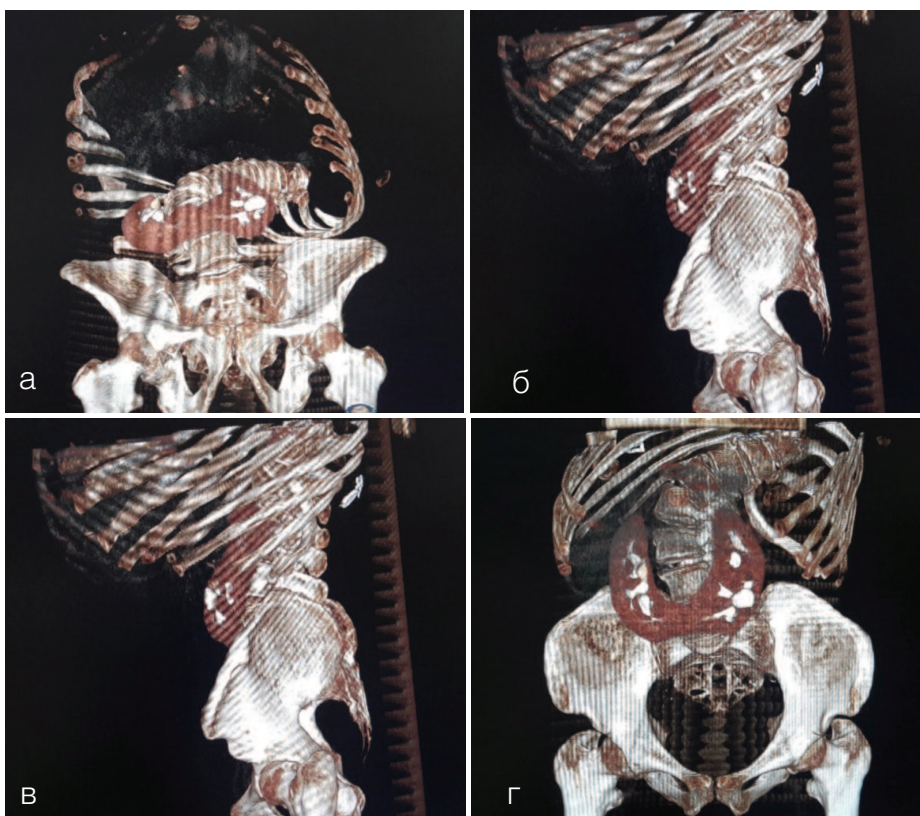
Компьютерная томография пациентки X., 54 лет с 3D-реконструкцией. а) Левосторонняя сколиотическая деформация позвоночного столба IV степени на уровне Th XII. Расположение костей таза в горизонтальной проекции. б) Правая боковая проекция. в) Левая боковая проекция. г) Левосторонняя сколиотическая деформация позвоночного столба IV степени на уровне Th XII. Расположение костей таза в сагитальной проекции
